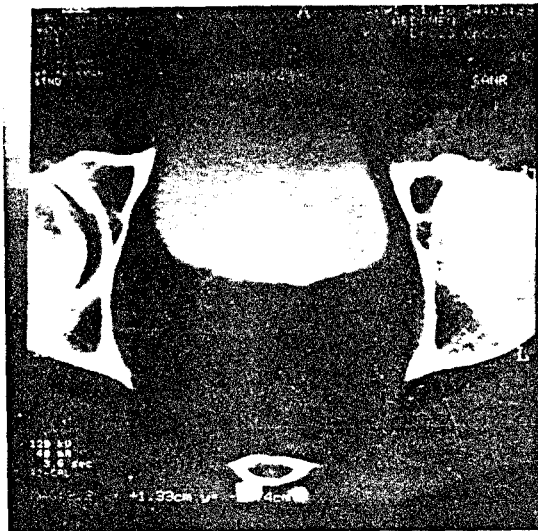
Aspect tomografic de vezică urinară normală cu sedimentarea substanței de contrast.
